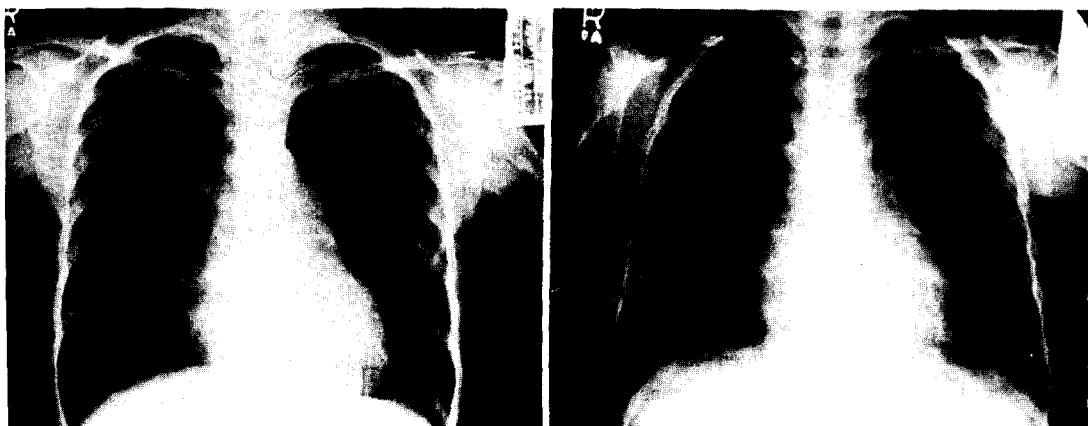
Preoperative and postoperative roentgenography of the case I.
